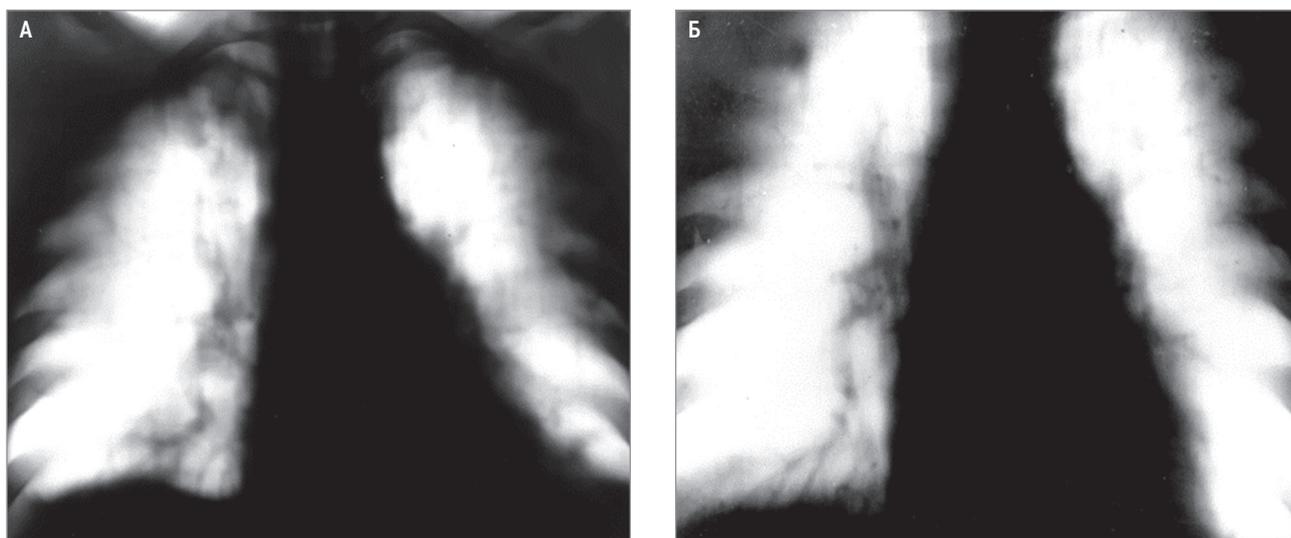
Компьютерная томография пациента с ларвальным парагонимозом, срез 8 см: А – облаковидный инфильтрат в верхушке правого легкого; Б – исчезновение инфильтрата после лечения гельминтоза
